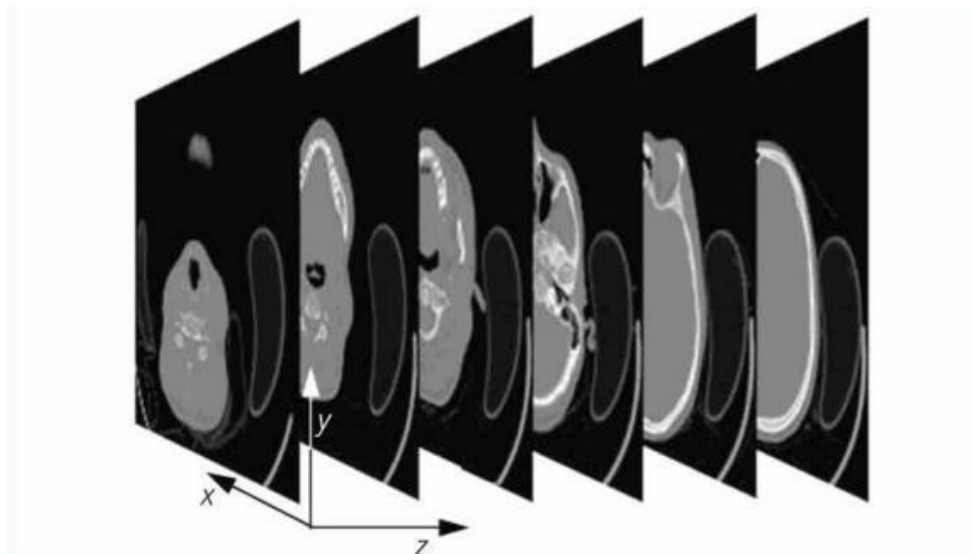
computed tomography*. [28]
